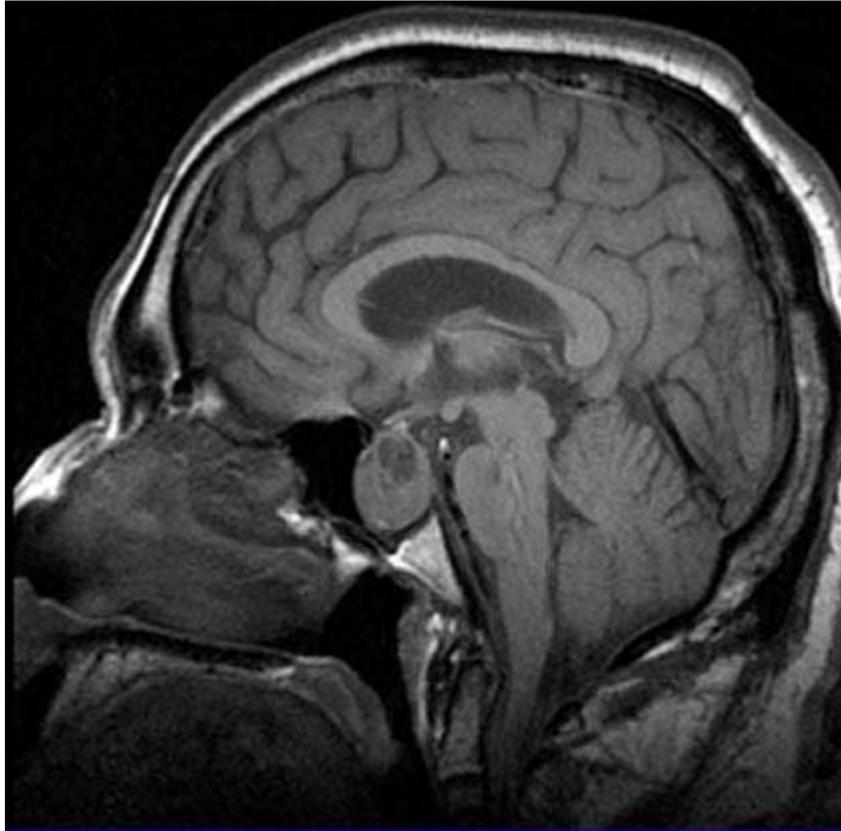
Plano sagital de resonancia magnética (RM) ponderada en T1, con masa selar isointensa con áreas hipointensas en su interior, con extensión supraselar que comprime el quiasma óptico, y extensión infraselar hacia seno esfenoidal.
